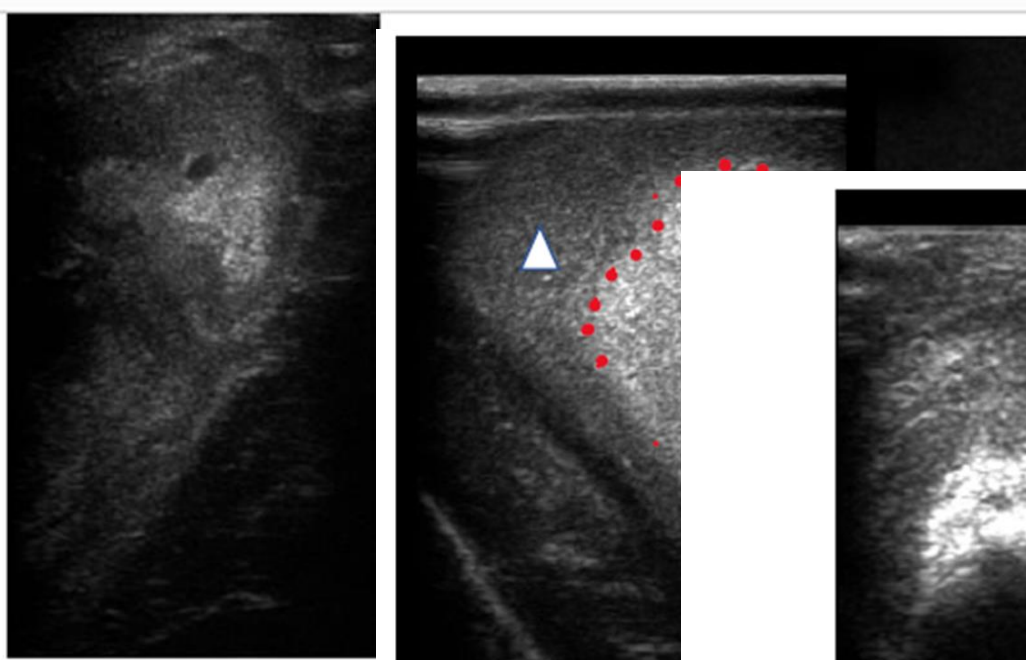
Échographie d'une lésion dans le même patient. Étoile blanc
